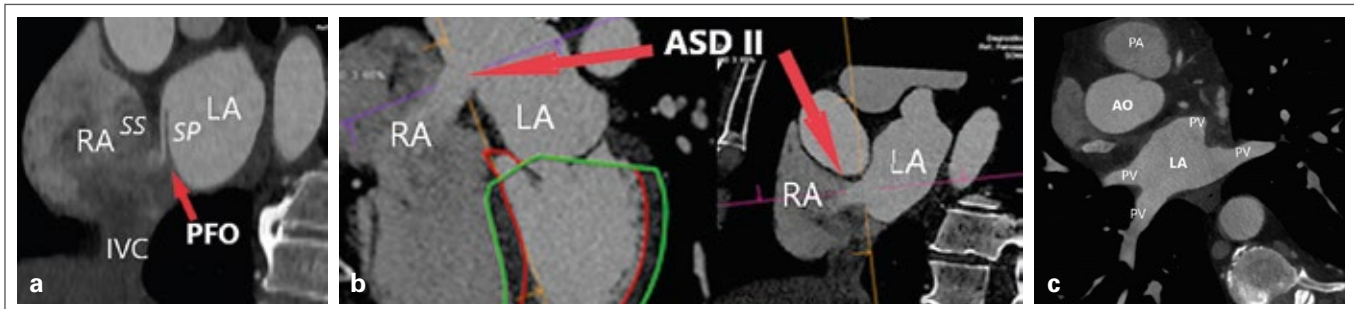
(a): Computertomographie eines persistierenden Foramen ovale (PFO), Septum primum (SP) und Septum secundum (SS); (b): ASD II; (c): Linker Vorhof mit orthotop mündenden Lungenvenen.
